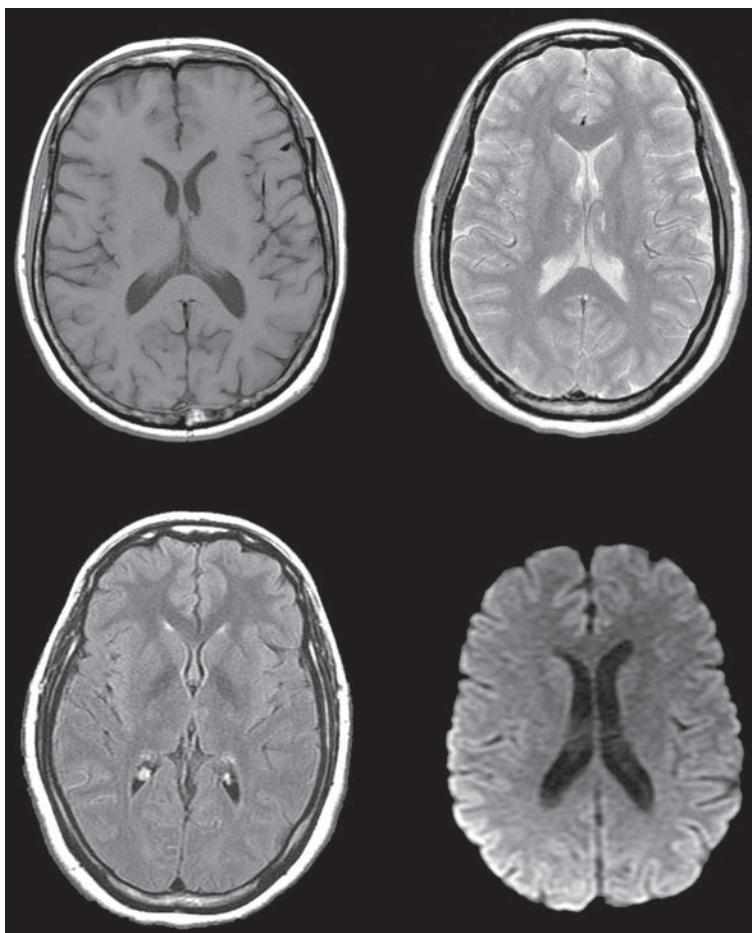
IRM cérébrale normale. En haut à gauche : séquence T1. Notez le contraste de l'image. La substance blanche est plus claire que le cortex, et le LCR est noir. L'extrême majorité des lésions apparaissent en hypersignal T1. Les hypersignaux spontanés T1 sont rares : graisse et sang pour les ECN. En haut à droite : séquence T2. Notez le contraste de l'image, qui est l'inverse de celui du T1. La substance blanche a un signal plus bas que celui du cortex, et le LCR est en hypersignal. Presque toutes les lésions apparaissent en hypersignal T2. En bas à gauche : séquence FLAIR. Le contraste de l'image ressemble à celui d'une séquence T1, mais les lésions ont cette fois-ci le signal du T2. Il s'agit en fait d'un T2 dont l'acquisition annule le signal de l'eau, rendant les lésions plus facilement visibles que sur le T2. En bas à droite : séquence de diffusion, permettant de détecter l'ischémie très précocement. Notez la différence de résolution, plus faible que celle des autres séquences, et la non-visualisation des tissus extraparenchymateux.
